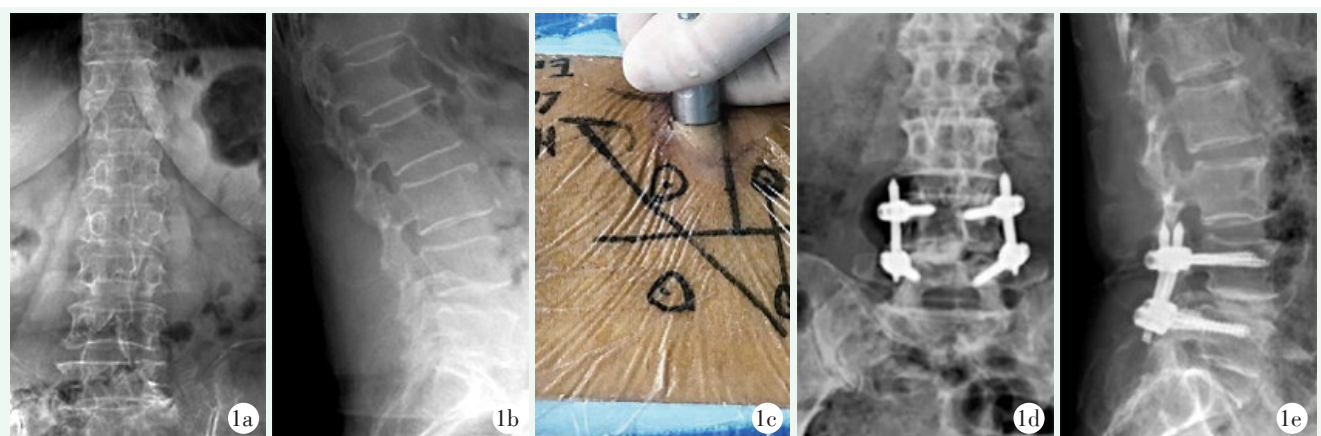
患者，男，56岁 1a, 1b: 术前腰椎正侧位X线片示 $L_{4/5}$ 椎间隙狭窄，不对称 1c: 体表定位及穿刺 1d, 1e: 术后2年腰椎正侧位X线片示 $L_{4/5}$ 椎间融合，椎弓根螺钉位置良好
